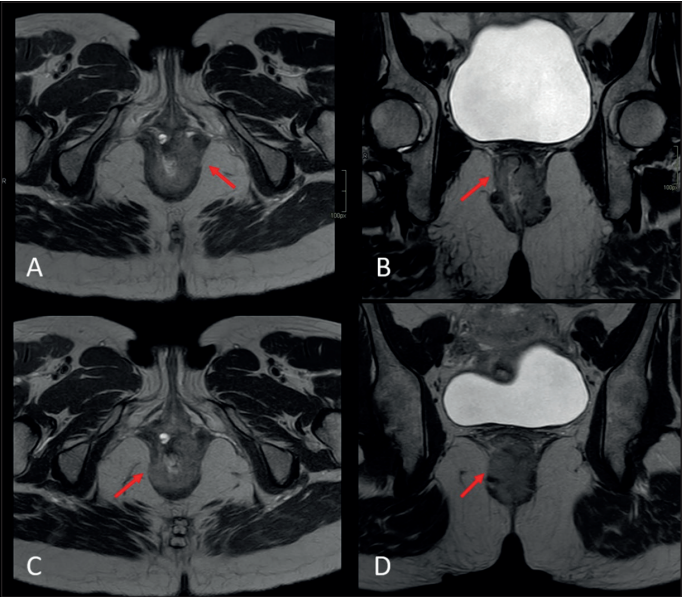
RM de pelvis en secuencia T2 al momento del diagnóstico (A, B) y posterior a cesárea (C, D). A. corte axial, compromiso tumoral de esfínter anal interno (EAI) y esfínter anal externo (EAE) izquierdo (flecha). B. corte coronal, compromiso tumoral de EAI derecho y del músculo elevador del ano (flecha). C y D, corte axial y coronal con progresión tumoral, mayor compromiso de EAI, EAE (flecha) y músculo puborrectal (flecha).
